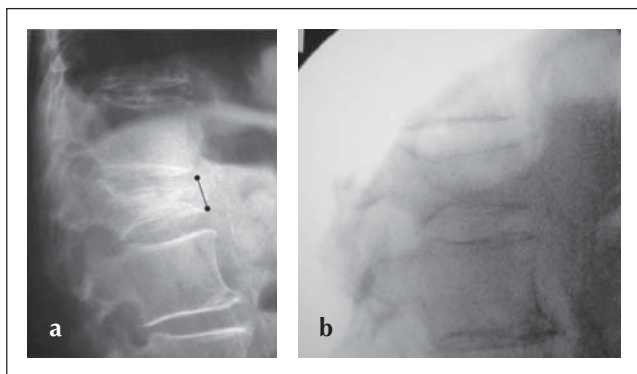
Männlich, 84 J., typische osteonekrotische Instabilität L1, auch wenn die Osteonekrose primär nicht sicher auf dem Röntgenbild zu diagnostizieren ist (a), jedoch ist durch eine Lagerung 8 Wochen nach Schmerzbeginn noch eine komplette Reposition intraoperativ möglich (b).
